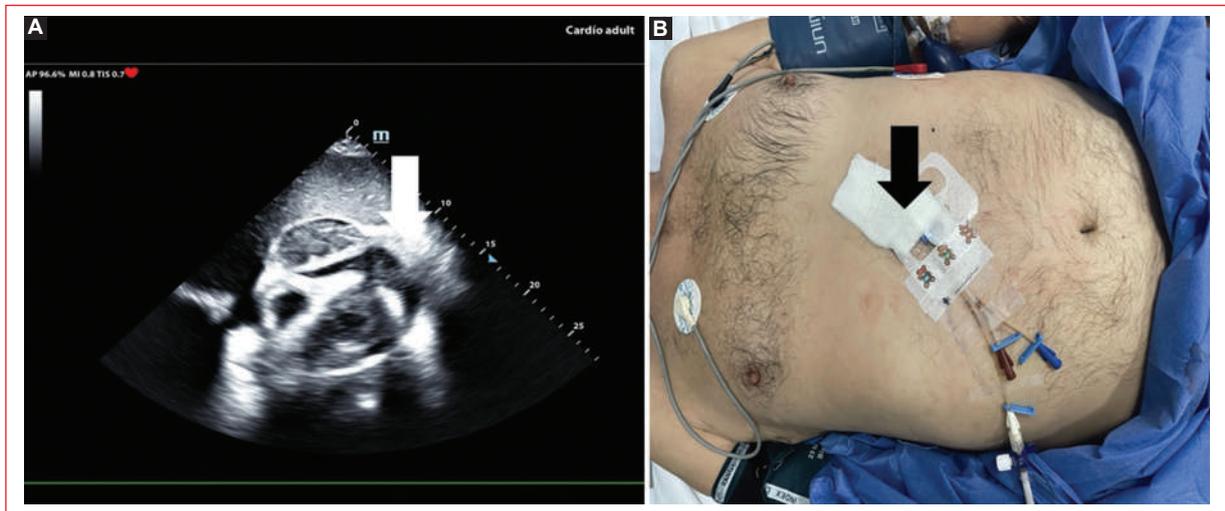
A: ecocardiografía posterior a la evacuación parcial de líquido pericárdico. B: catéter multipropósito para drenaje de líquido pericárdico (paciente del caso).
